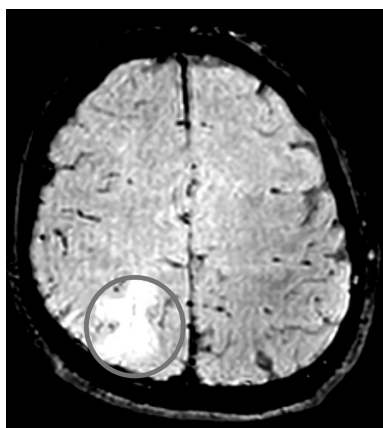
МРТ головного мозга в режиме SWI/SWAN пациента с ушибом головного мозга легкой степени. Кругом отмечен контузионный очаг 2-го типа в теменной доле справа. Диффузных микрокровоизлияний не обнаружено
